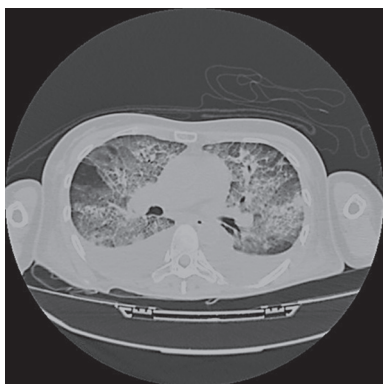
МСКТ легких 19.06.17
